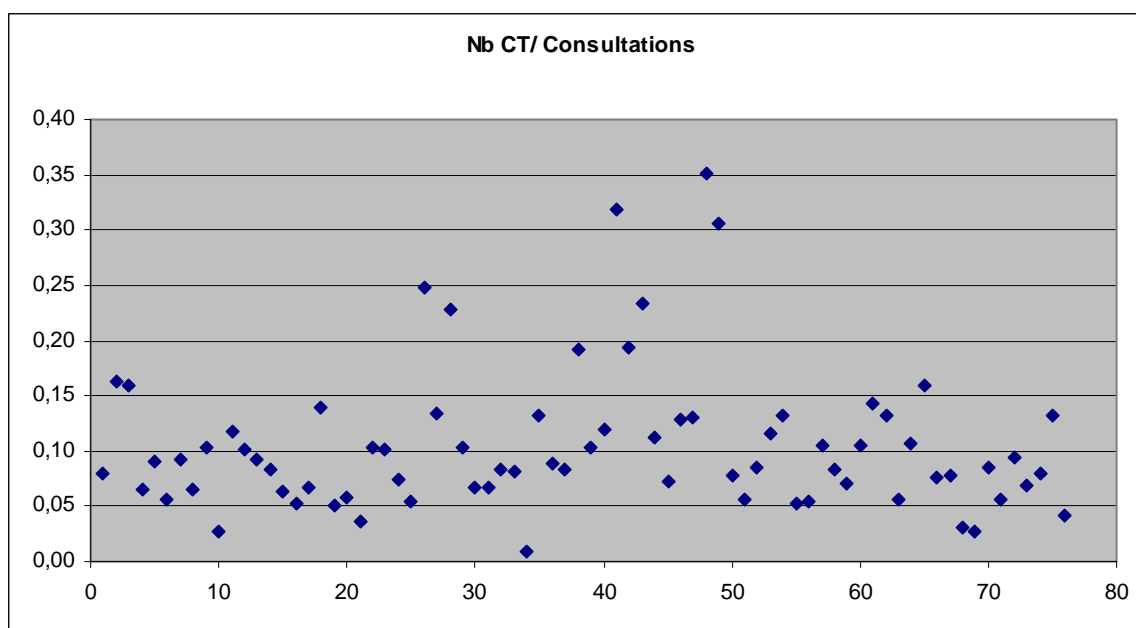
Nombre de CT par consultations hospitalières
